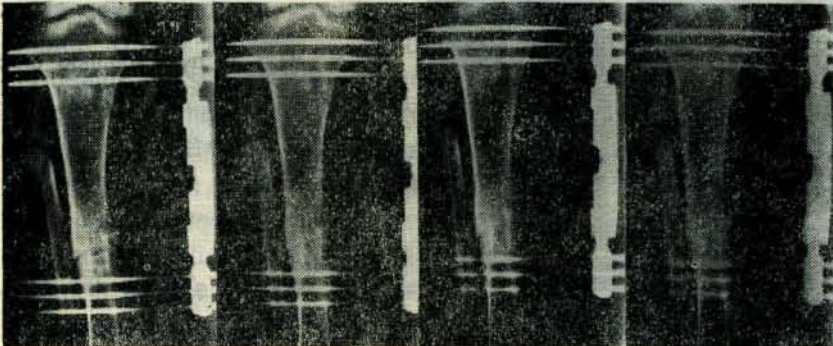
3 — Tedavinin 2. haftasında AP-Lateral radyografisi.
